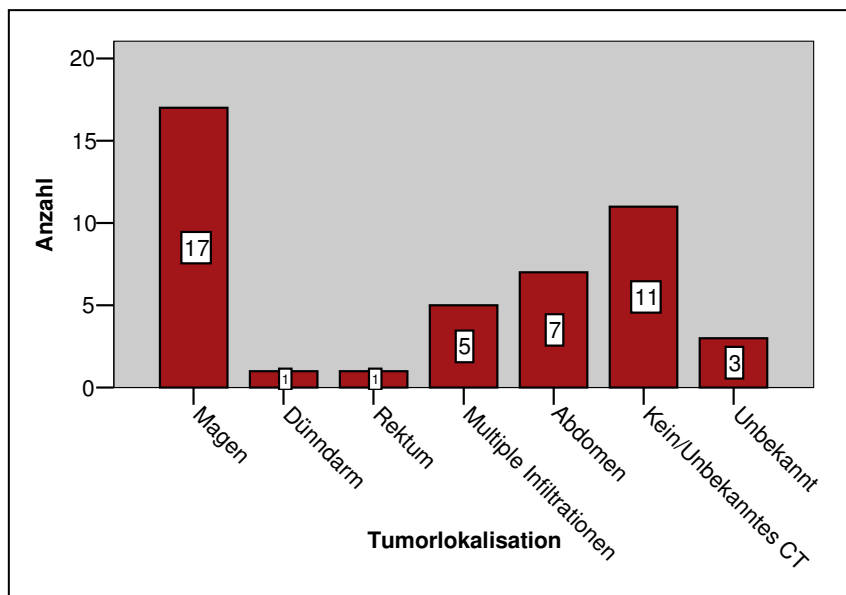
2.8.1. Tumorlokalisation nach CT-Diagnostik
